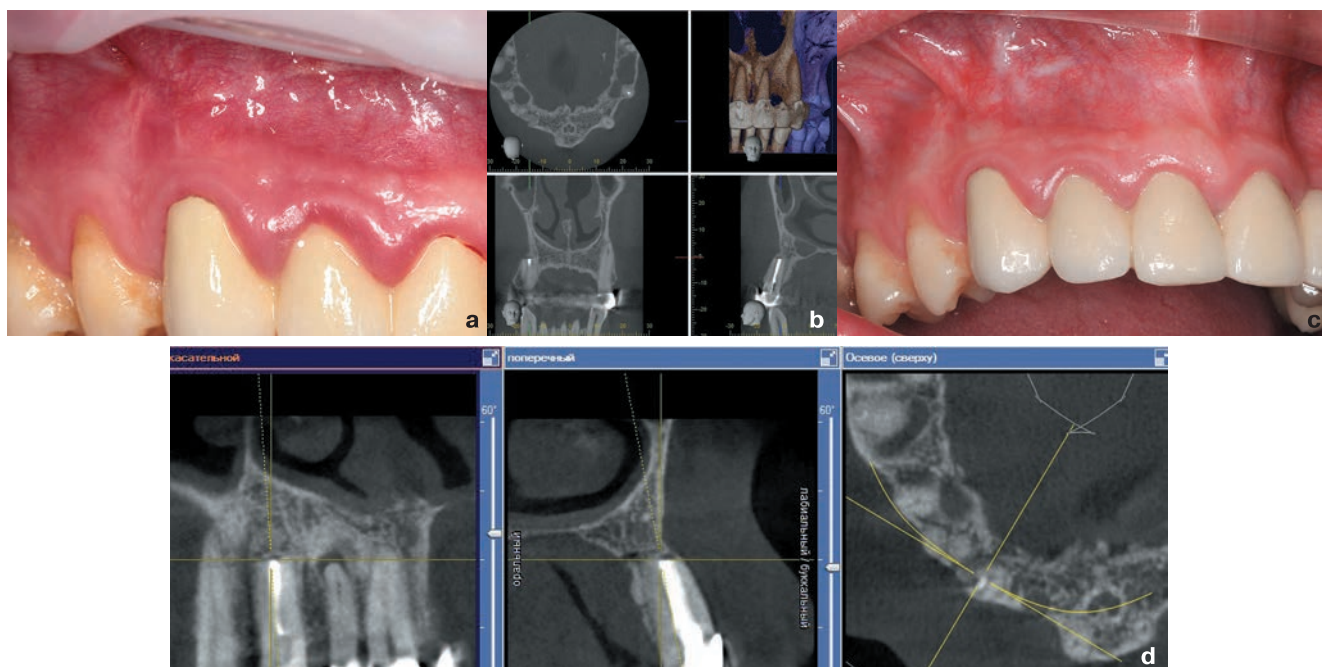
Контрольный осмотр, зуб 13: а – слизистая оболочка в области 13-15 зубов через 8 месяцев после операции; б – контрольная компьютерная томограмма, выполненная на 3DX Accuitomo/FPD (Morita) через 8 месяцев после лечения; с – слизистая оболочка в области 13-15 зубов через 40 месяцев; д – контрольная компьютерная томограмма, выполненная на томографе Orthophos XG 3D/Ceph (Sirona, Германия) через 40 месяцев после лечения.
